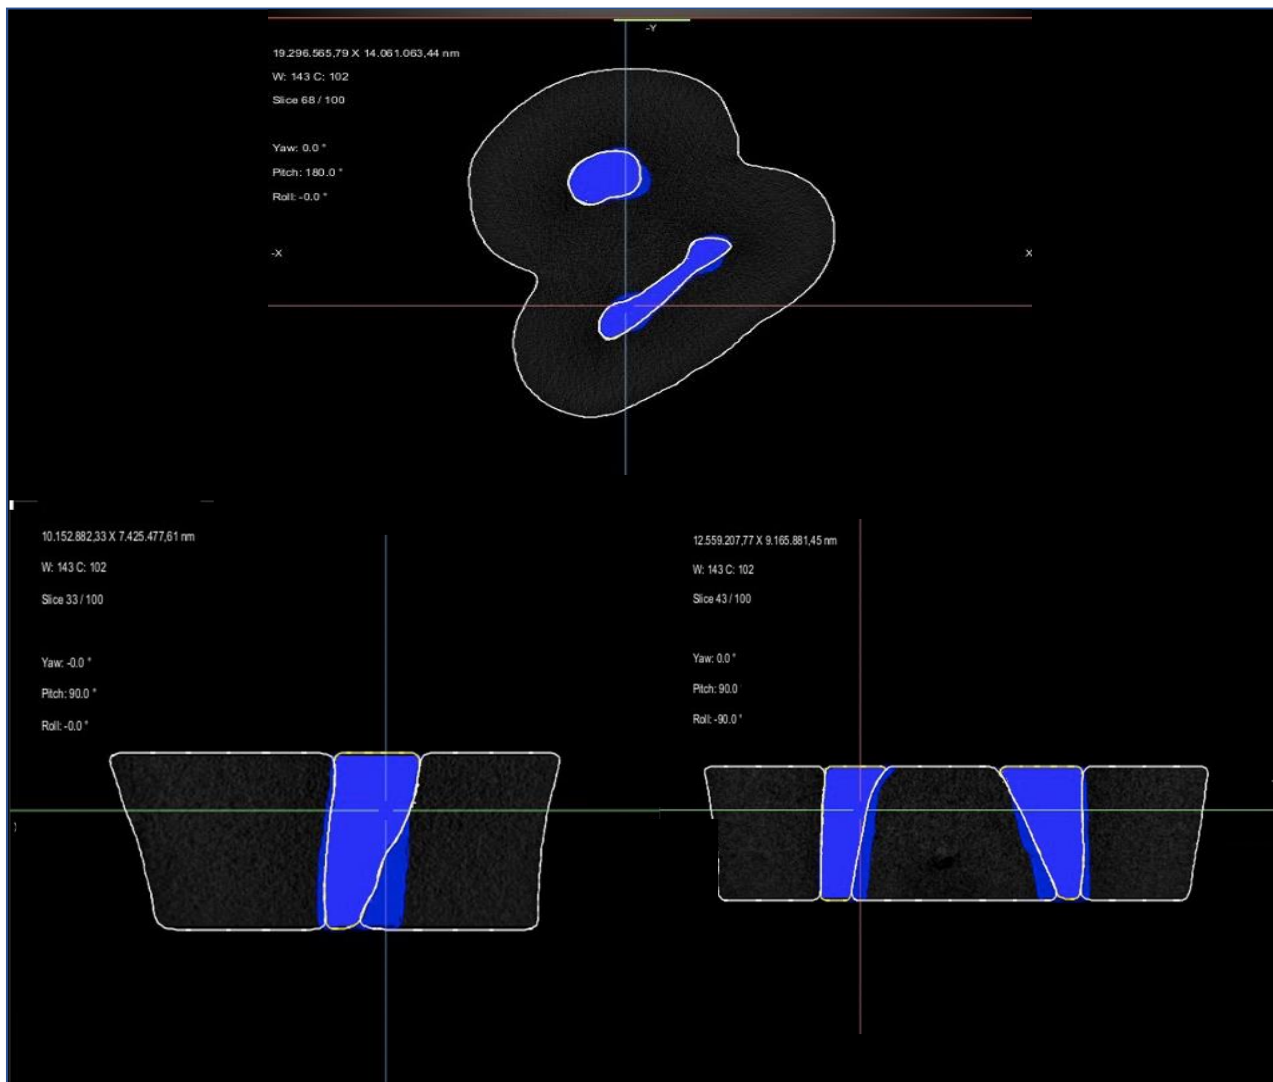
scansioni rappresentative per il Gruppo 3, eseguita con Micro-CT, sui tre piani dello spazio. La prima scansione, in alto, rappresenta una sezione trasversale del campione preso in esame; la seconda scansione in basso a sinistra mostra invece una sezione coronale, mentre quella in basso a destra una sezione trasversale. Nelle RX in giallo sono evidenziate le zone pre-sagomatura, in blu le zone post-sagomatura.
